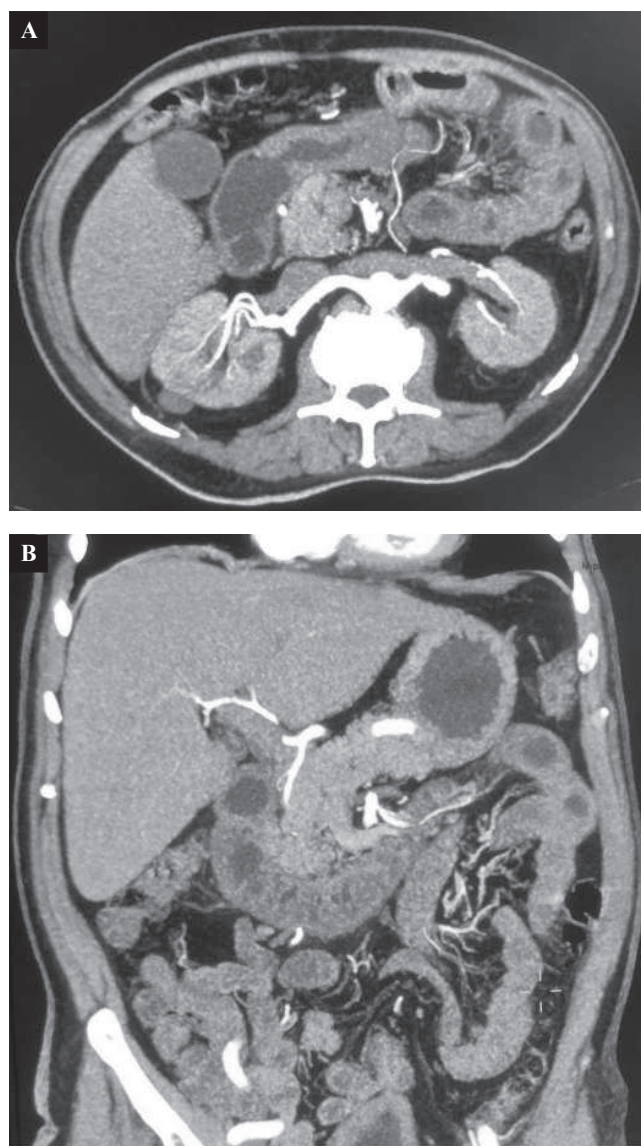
Tomografía axial computada en la cual se evidencia inflamación de mucosa duodeno yeyunal. A. Corte coronal. B. Corte axial.
